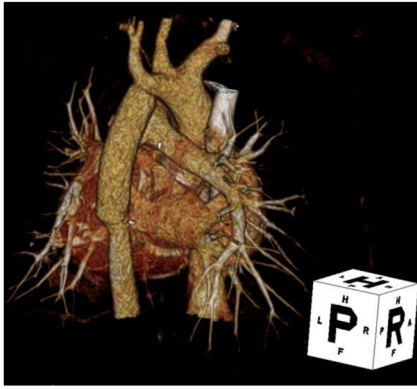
3D-CT revealed resolved recoarctation by graft replacement
